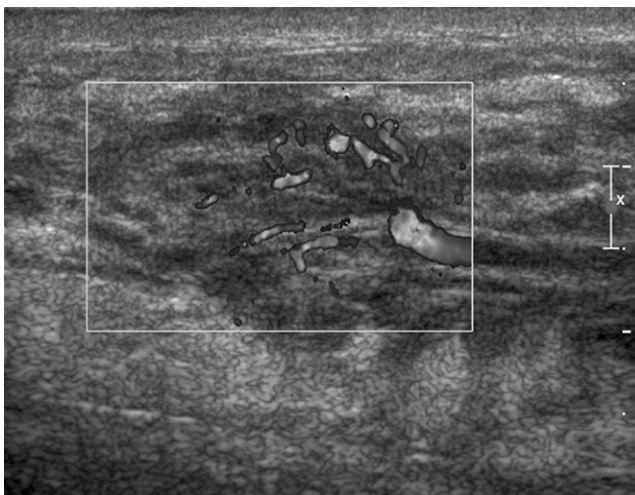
Ultrasonography of mass shows multiple hypoechoic mass-like lesion & vascular malformation.
